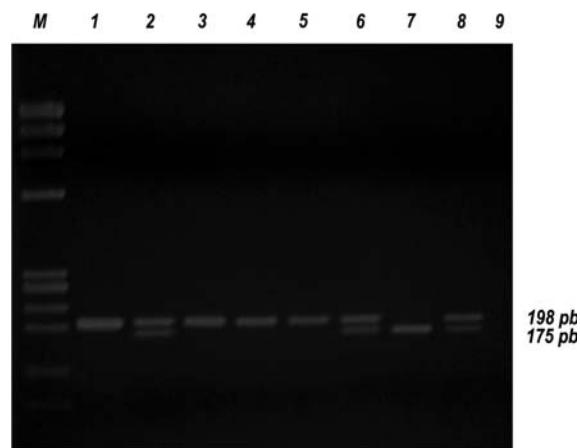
Imagen de un gel de agarosa al 2% del producto de digestión con la enzima *HinfI*, en un grupo de muestras analizadas. M: marcador de peso molecular ϕ 174 x Hae III. 2: control positivo CT (heterocigoto 677C/677T) para el corte de la enzima *HinfI* y genera una banda de 198 pb, una de 175 pb, la banda de 23 pb no se evidencia en el gel. 1, 3-5: (homocigoto 677C/677C) no es cortada y genera un fragmento de 198 pb. 6,8: (heterocigoto 677C/677T). 7: (homocigoto 677T/677T) es cortado por la enzima y produce una banda de 175 pb, la banda de 23 pb no se evidencia en el gel. 9: control de sistema, mezcla de reacción sin ADN.
